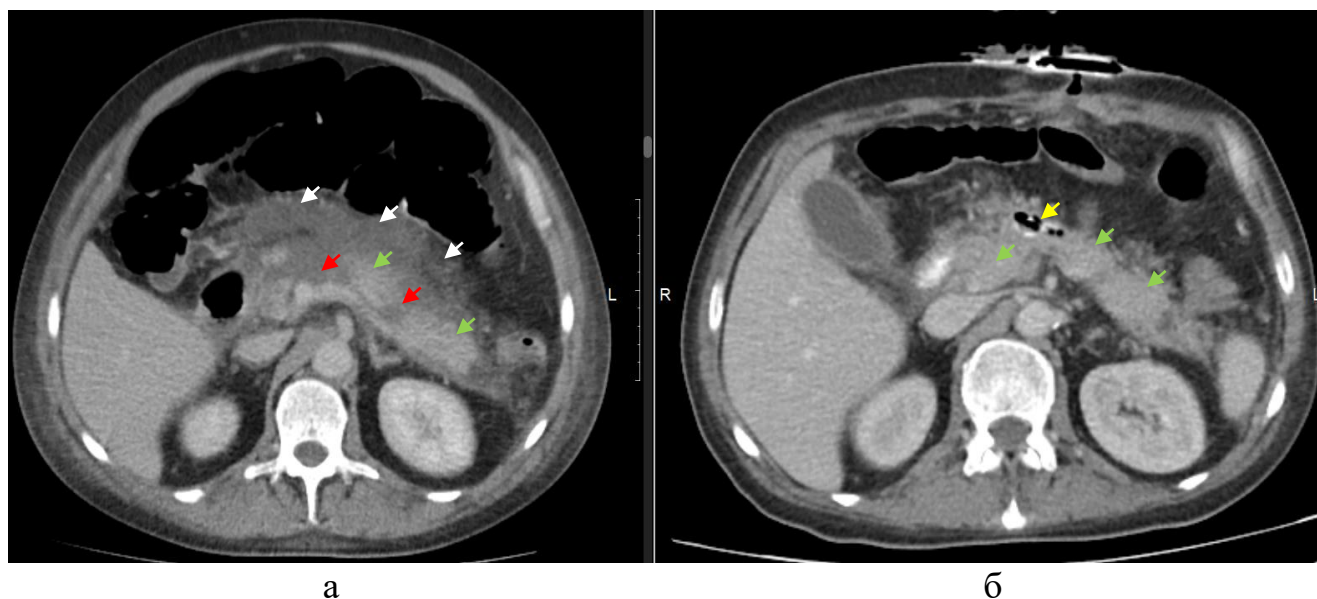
Компьютерная томограмма, выполненная на 9 сутки (а), 50 сутки (б) болезни. Венозная фаза, аксиальная проекция. а: полный поперечный некроз 1 типа конфигурации, область шейки, граница тела и хвоста ПЖ (красные стрелки). Жизнеспособная паренхима ПЖ в области тела, хвоста (зелёные стрелки). Распространенный парапанкреатит (белые стрелки). б: Жизнеспособная паренхима ПЖ в области головки, тела, хвоста (зелёные стрелки). Дренированная область шейки ПЖ (жёлтая стрелка)
